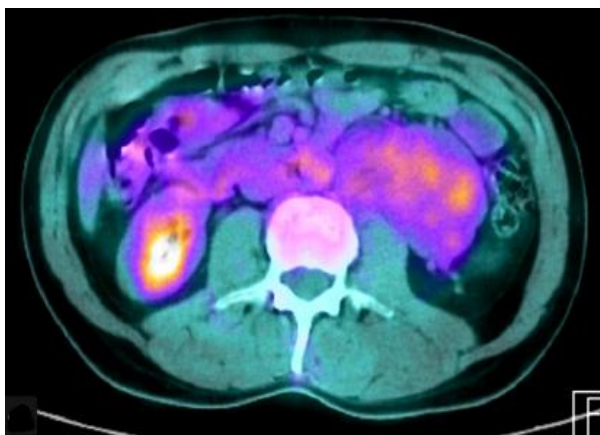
FDG-PET-CT: lésion modérément hyper métabolique. (114)
